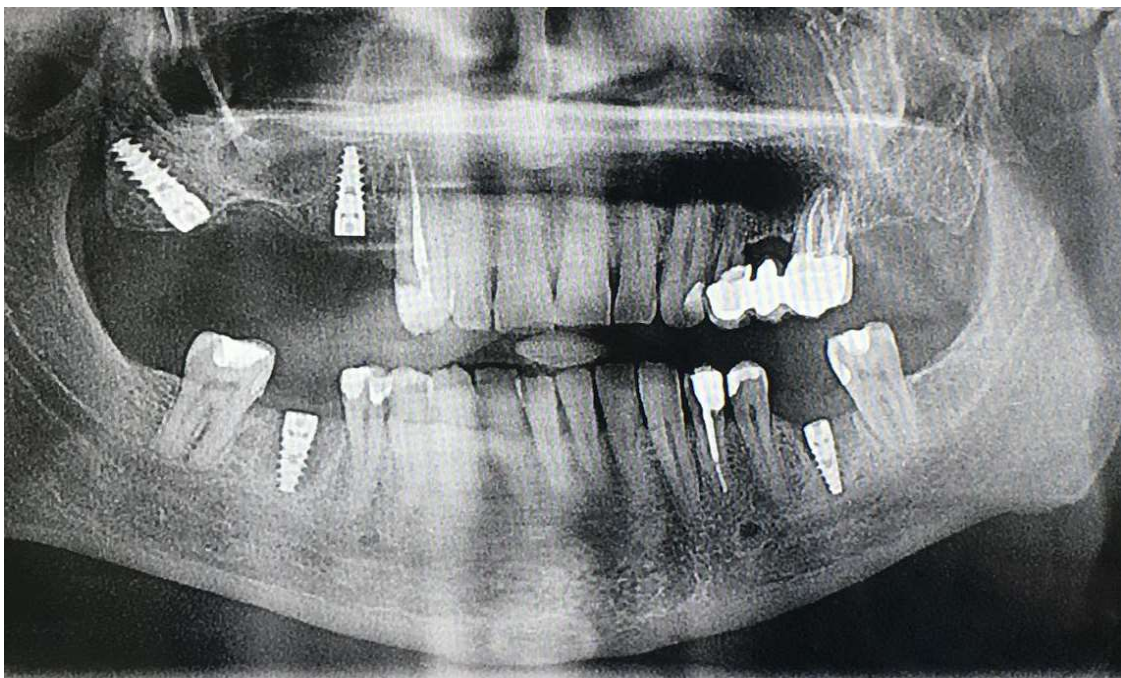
ortopantomografía posterior a la colocación de implantes.
